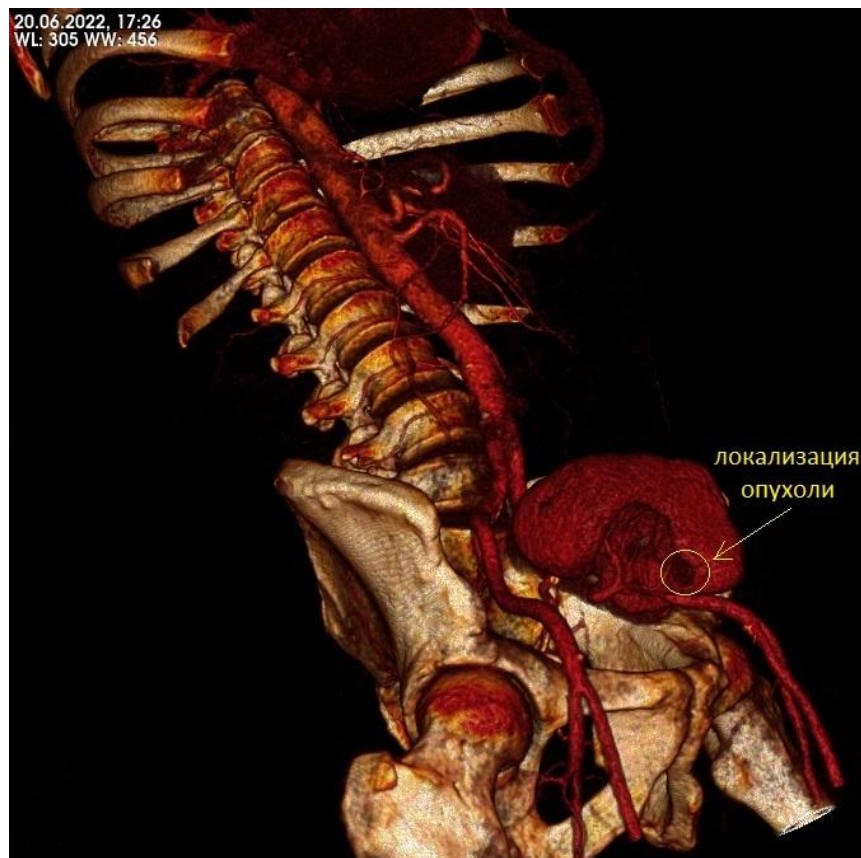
Мультиспиральная компьютерная томография почечного трансплантата с внутривенным контрастированием. 3D реконструкция почечного трансплантата с почечно-клеточным раком
